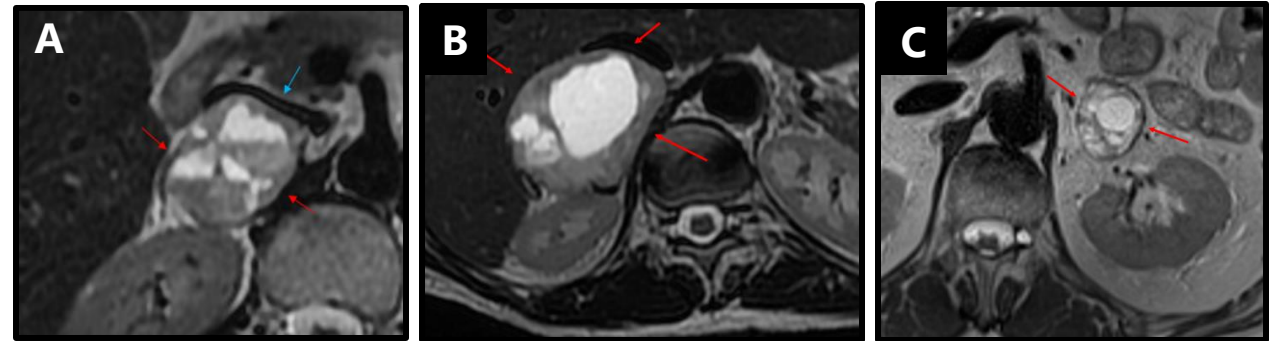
RM de feocromocitomas suprarrenales. A. T2 axial: lesión suprarrenal derecha heterogénea con áreas quísticas y niveles líquido-líquido (flechas rojas), y colapso de la vena cava inferior (flecha azul). B y C. Lesiones suprarrenales derecha e izquierda, respectivamente, heterogéneas y con áreas quísticas / necróticas en su interior.
